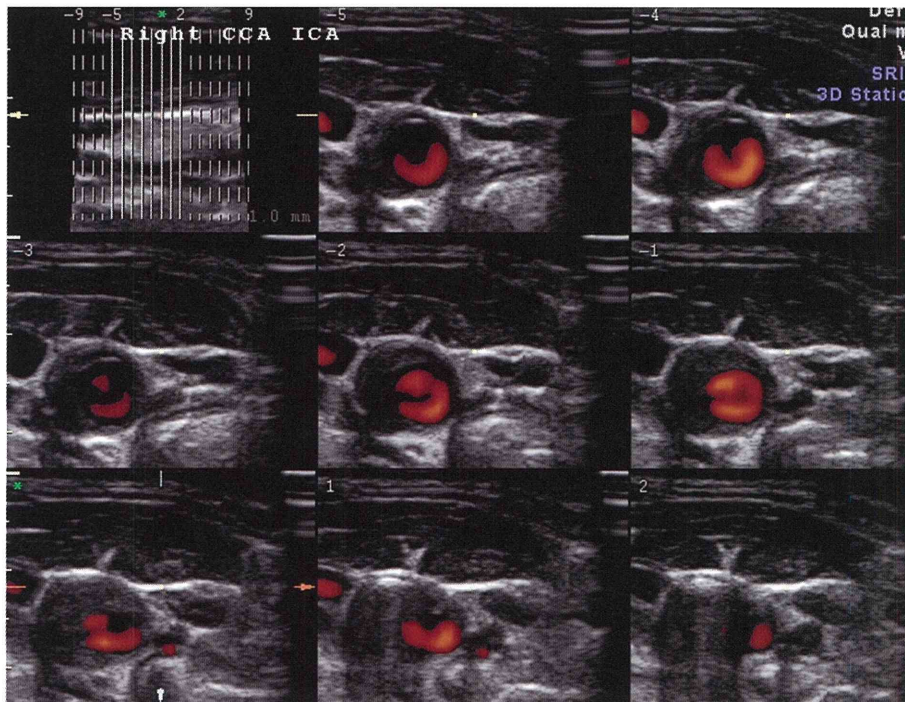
Representative findings of tomographic ultrasound imaging The left upper picture shows a longitudinal view of the right carotid artery. The vertical white lines at 1-mm intervals indicate interception points on the long axis to obtain transverse axial views (short-axis views) in pictures -5 to 2 (the number is printed in the left upper corner in each image).
